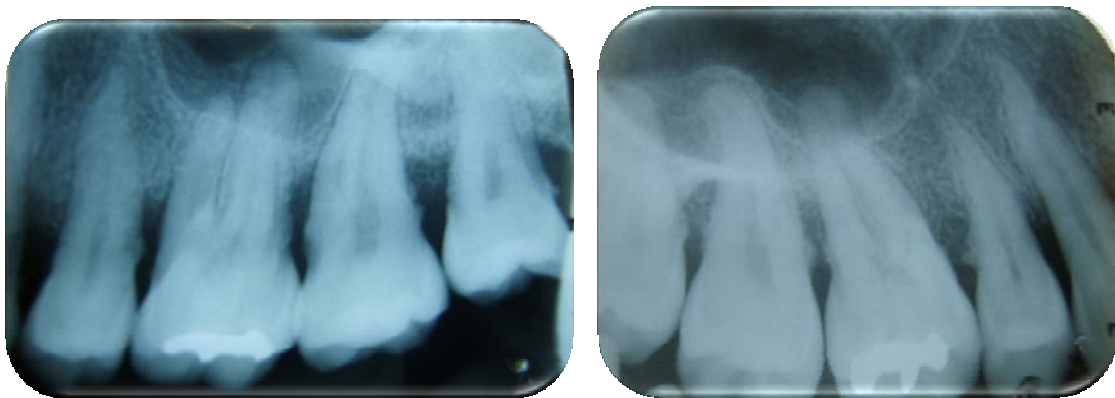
Radiografía de molares superiores del mismo paciente.
